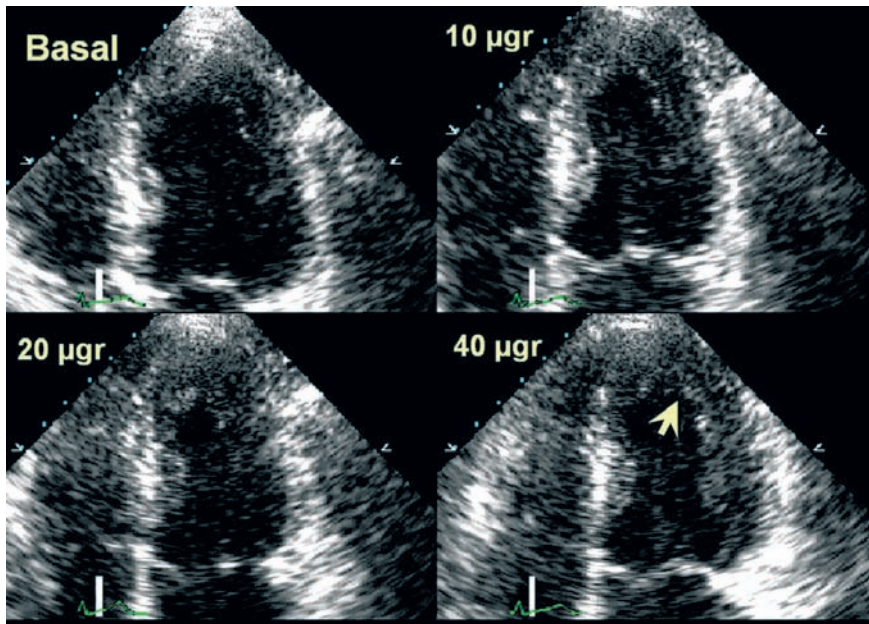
Ecocardiograma de estrés con Dobutamina. La imagen superior izquierda es una imagen en situación basal (sin fármaco) y la inferior derecha es el máximo nivel de estrés con 40 microgramos/kg de Dobutamina. Obsérvese cómo hay un defecto en la contractilidad (flecha) con dosis de 40 microgramos, en la cara lateral.
